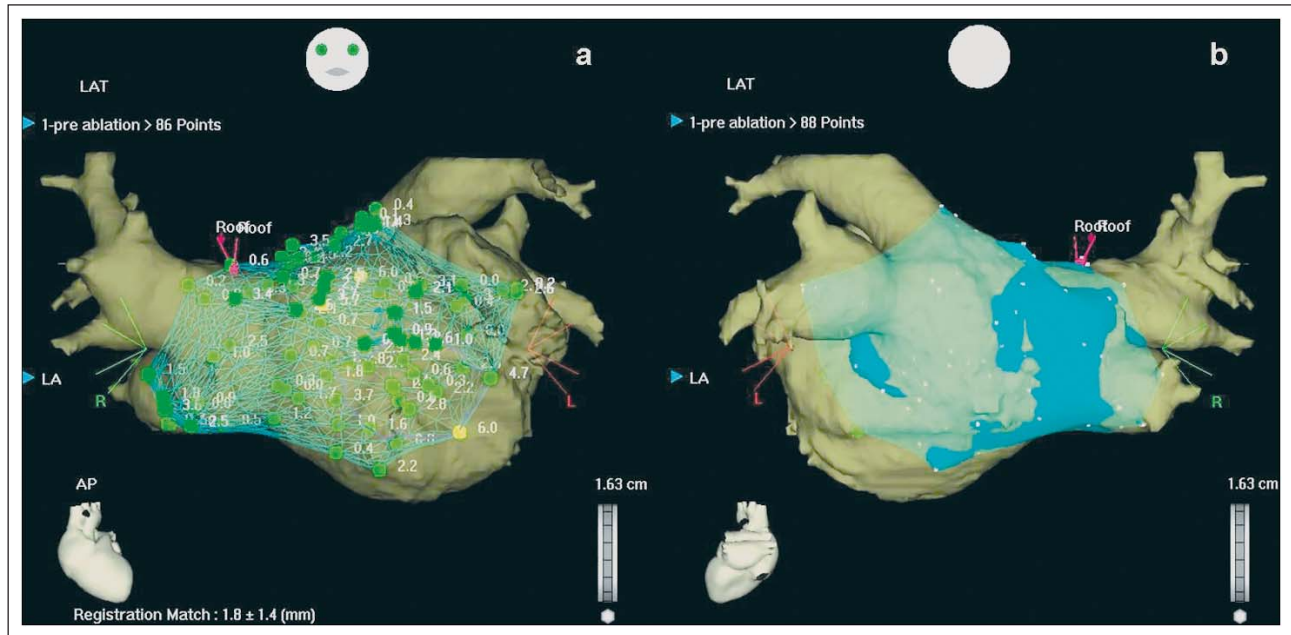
Fusionierung des CT-Bildes (Grau) und des elektroanatomischen CartoMerge™-Maps (Türkis bzw. als Gitternetz mit einzelnen Punkten); „Roof“ = definierte Bezugspunkte für die Bildfusionierung; a) anterior-posteriore Ansicht, b) posterior-anteriore Ansicht.
